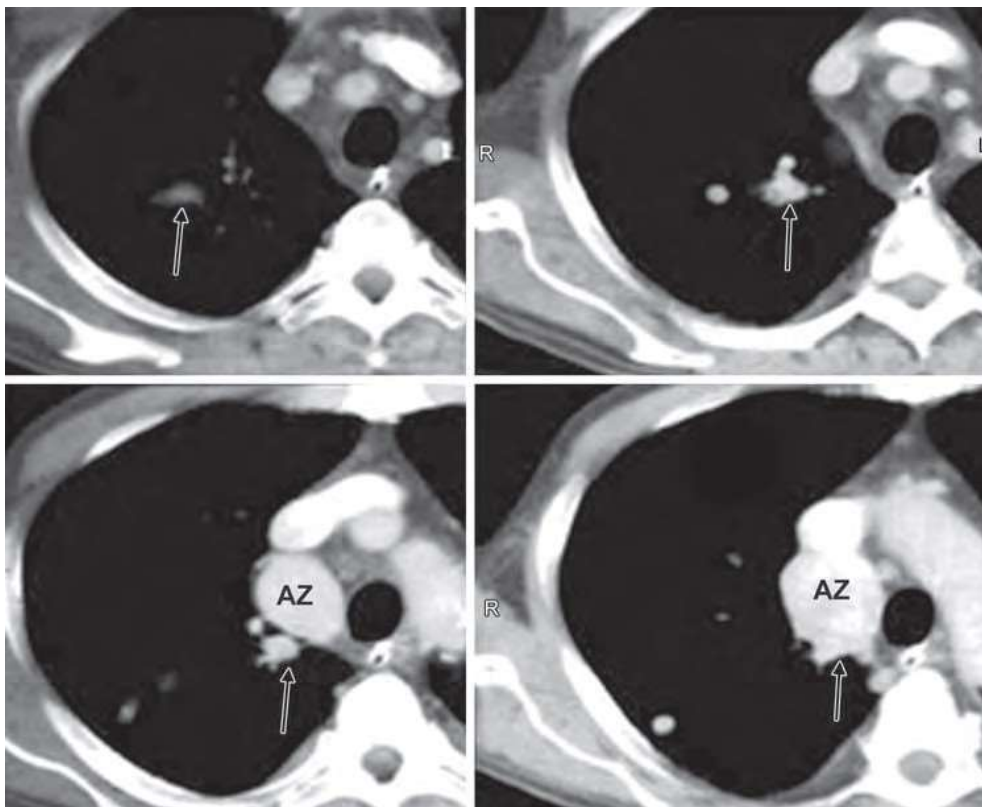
RVPAP à la veine azygos. Une série de coupes de TDM montre une anomalie de la veine du lobe supérieur droit (flèches) se déversant dans l'arcade azygos dilatée. AZ = Azygos
